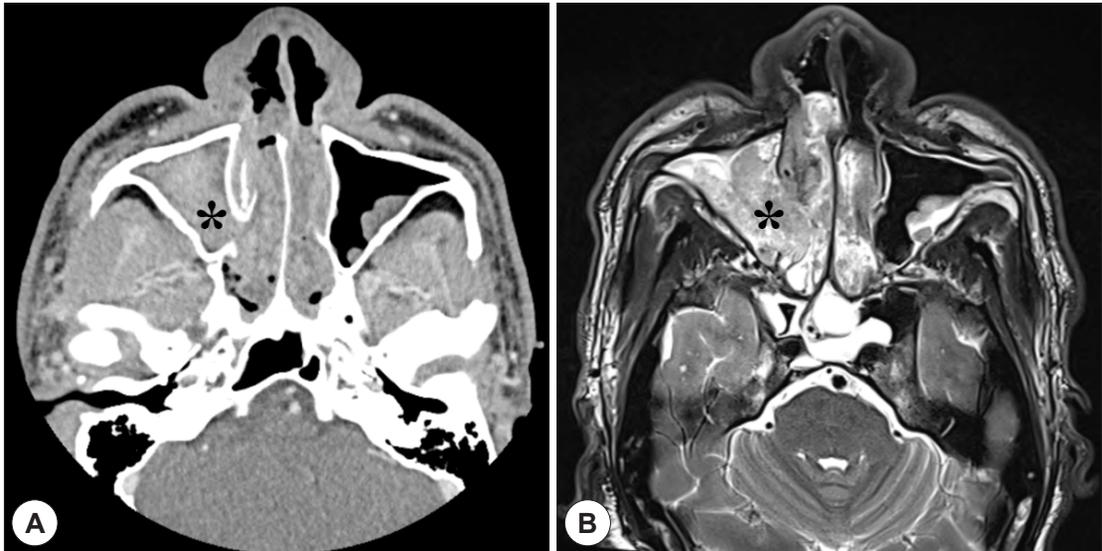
Preoperative axial view of paranasal (A) computed tomography and (B) magnetic resonance imaging. The scan images show a heterogeneous enhancing mass lesion (black asterisk) involving right maxillary sinus and right nasal cavity, extending to posterior nasopharynx area and the left nasal cavity.
